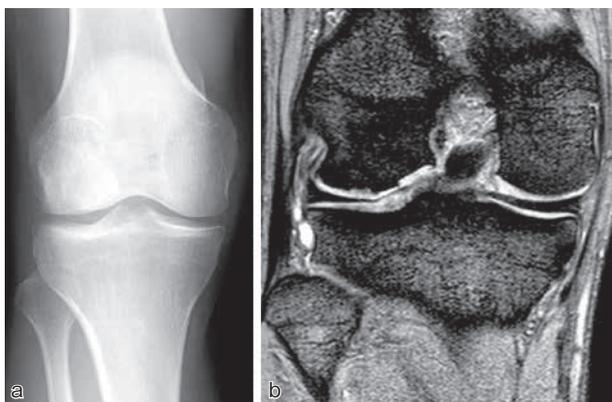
15歳男性、大腿骨外顆のOCDに対し、骨軟骨移植術後15年経過時の画像。(a)単純X線正面像。(b)MRI冠状断像。移植骨軟骨柱が周囲の骨面より飛び出しているが、関節面が平滑であることがわかる。
